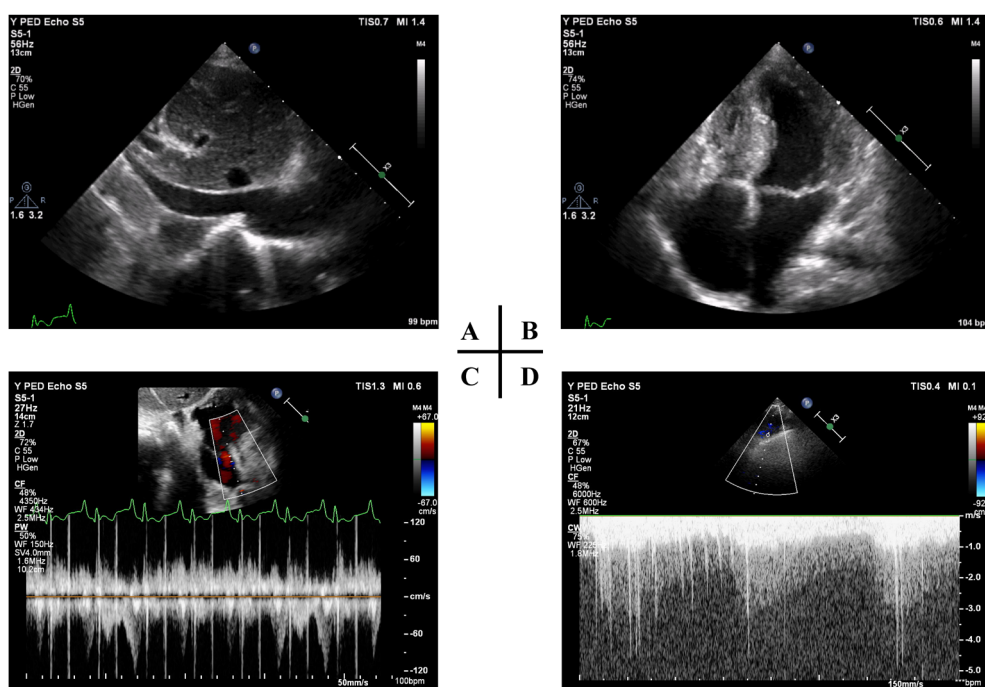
Two-dimensional transthoracic echocardiography showing dilated inferior vena cava (A), interatrial right-to-left shunt of atrial septal defect using pulsed mode (B), dilated both atria (C), Blalock-Taussig shunt flow using continuous mode (D)
